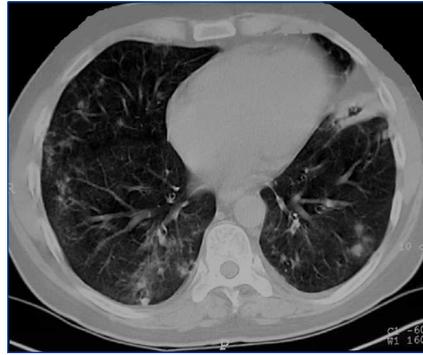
Tomografía computarizada torácica en la que se aprecia una hemorragia pulmonar.
